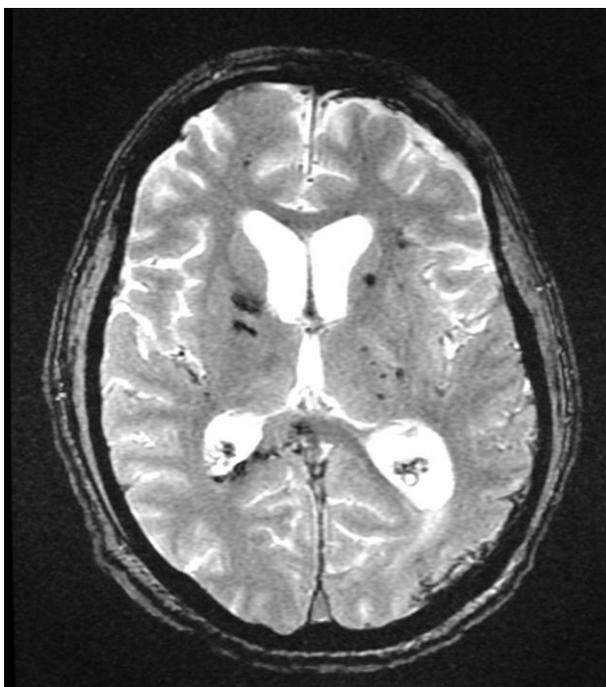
IRM cérébrale. Lésions axonales diffuses, visibles par hypersignaux intracérébraux en séquences T2.
